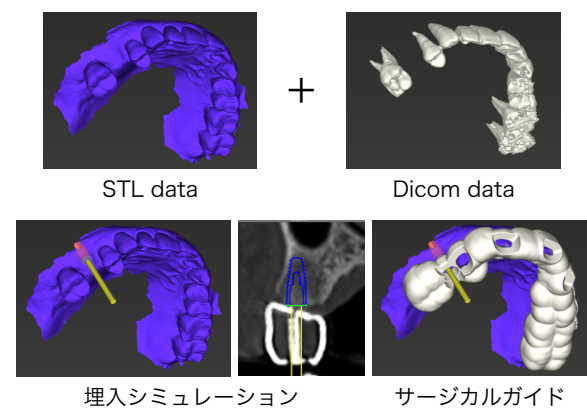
CTダイコムデータと口腔内STLデータをマッチングさせ、インプラント埋入シミュレーションおよびCAD/CAMガイドを設計した
